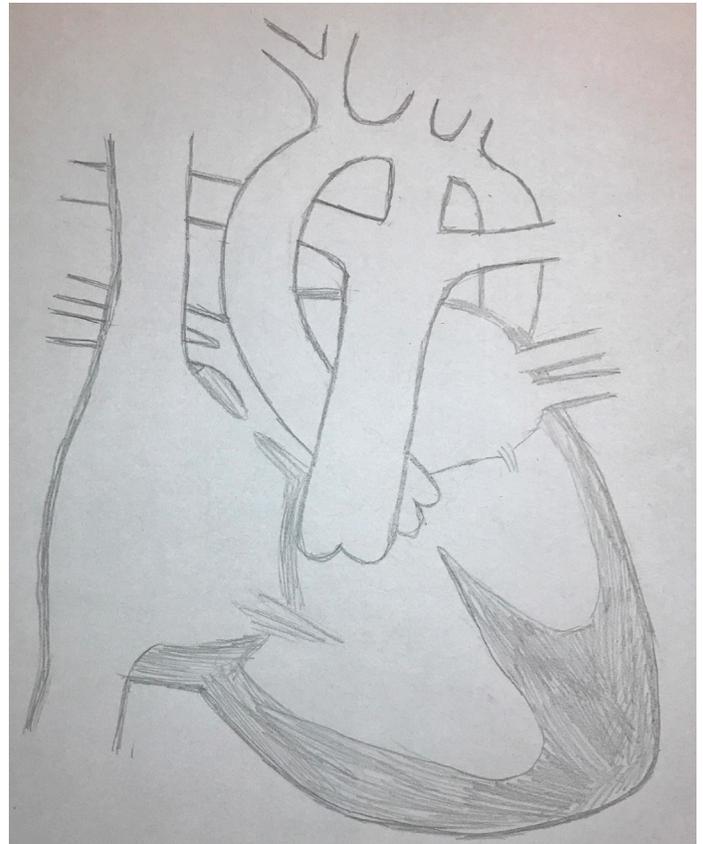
Anatomía relatada por el ecocardiograma del paciente y visualizado después de la esternotomía mediana.
